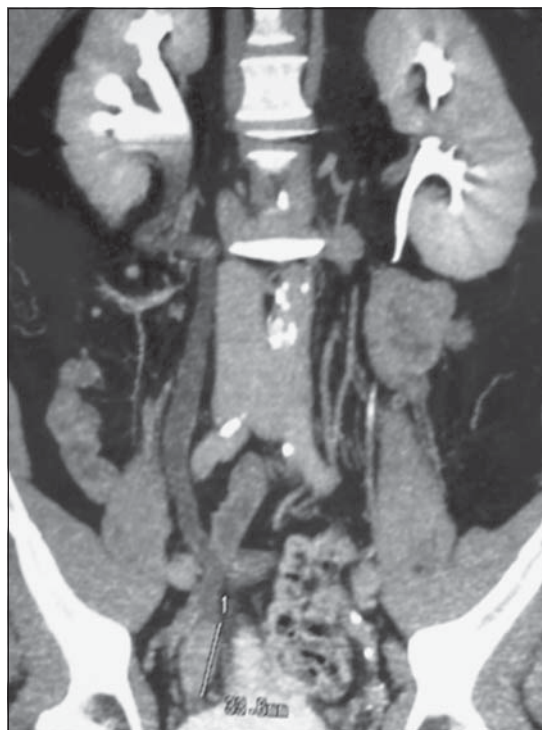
Tomografía axial computada (TAC) preoperatoria. Lesión tumoral intraureteral con dilatación uretero-piélica proximal.
